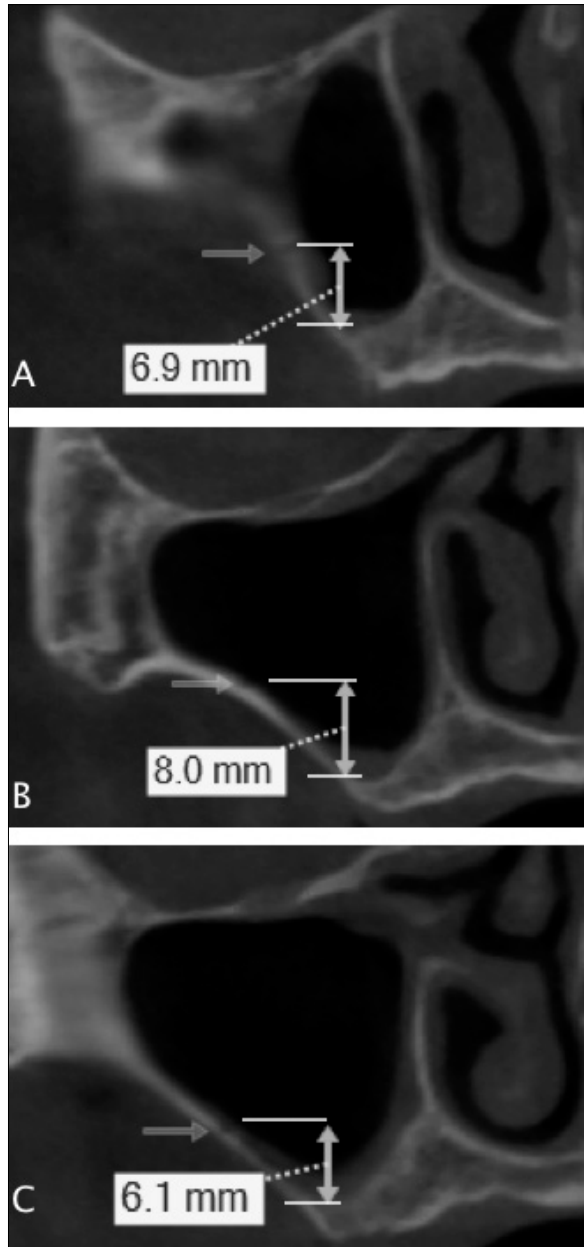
Pre-operative cone-beam computed tomographic coronal view on right maxillary sinus (EZ 3D 2009 ver., Vatech, Hawseong, Korea). Yellow arrow means the endosseous branch of posterior superior alveolar artery(PSAA) on each view. We measured the vertical length between the bottom of maxillary sinus and the center of PSAA.
